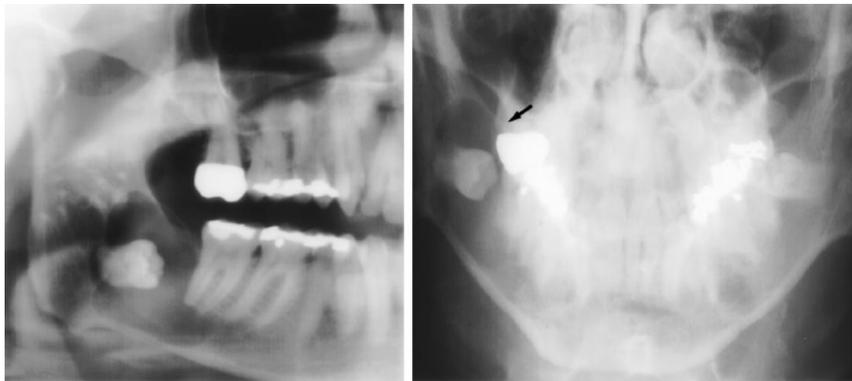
Зубная киста у 42-летнего мужчины с болезненными третьими молярами. Радиографическая серия с полным ртом показала ненормальность; дополнительные рентгенографические изображения были получены. (а) Панорамная рентгенограмма показывает эллипсоид, расширяющийся, четко очерченный, кортикальный, светящийся очаг с волнообразными краями в правой нижней челюсти. Связанный зуб виден внутри поражения. (б) задняя рентгенограмма показывает расширение языка (стрелка). Пациент перенес удаление зубов и энуклеацию. Дифференциальный диагноз включает в себя зубную кисту, одонтогенную кератоцист и амелобластома.
